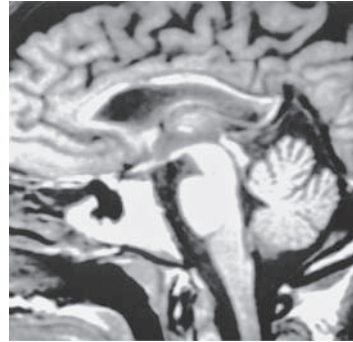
La imagen de resonancia magnética del paciente (peso T1, vista sagital media) reveló adelgazamiento del cuerpo calloso como resultado de desmielinización. (Reproducida con autorización de Mendez, 1995).
